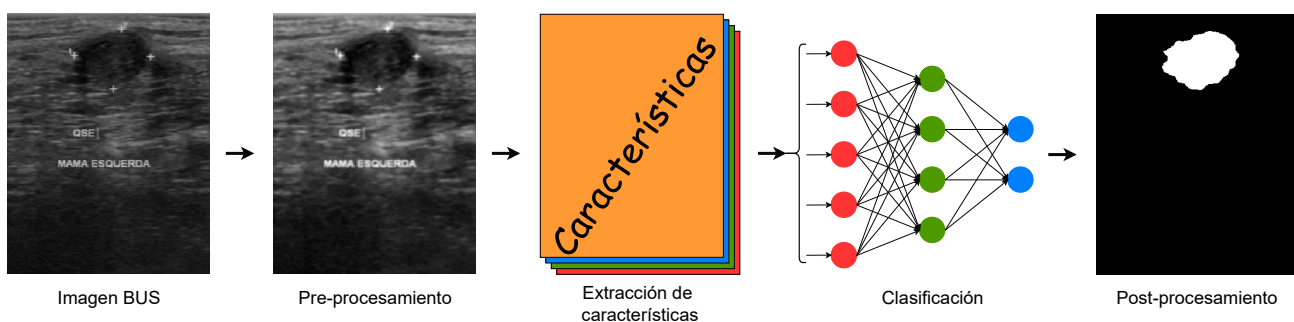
Etapas básicas de un sistema CADe para ultrasonido de mama.
